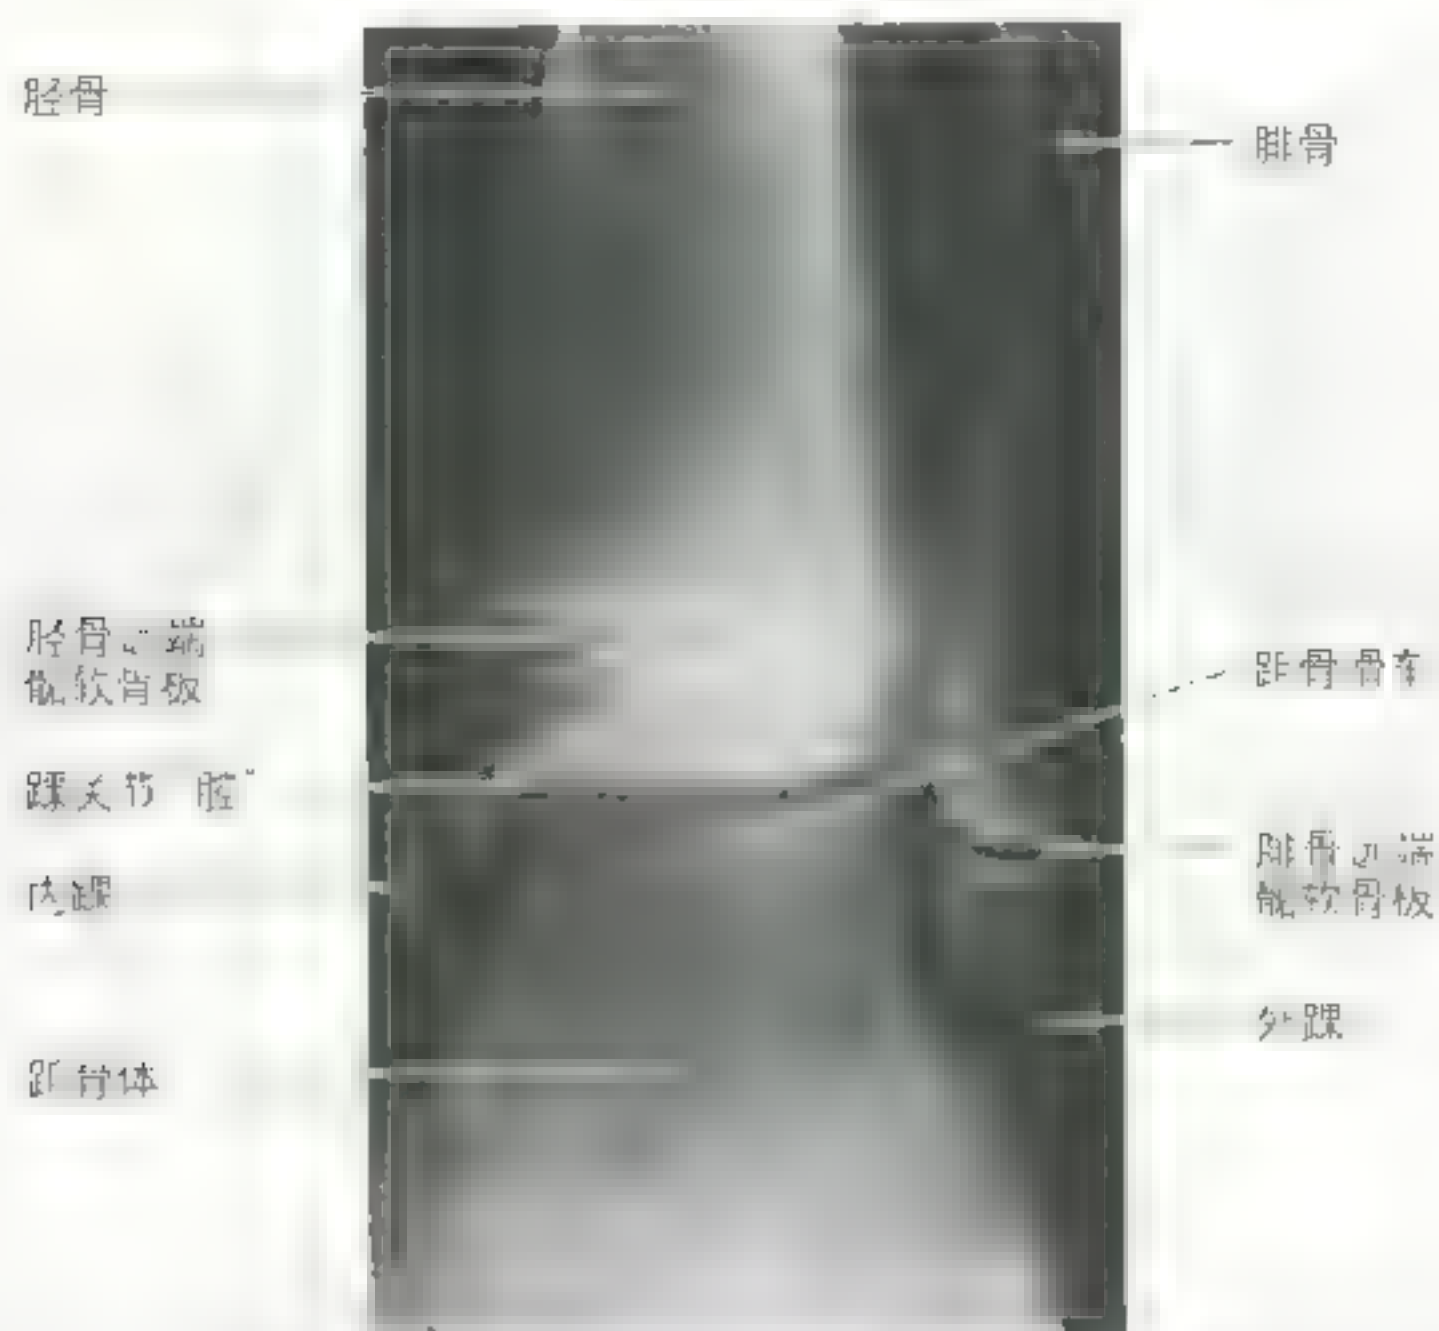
14 岁男孩踝关节前斜位 X 线平片的关节窝相适应
